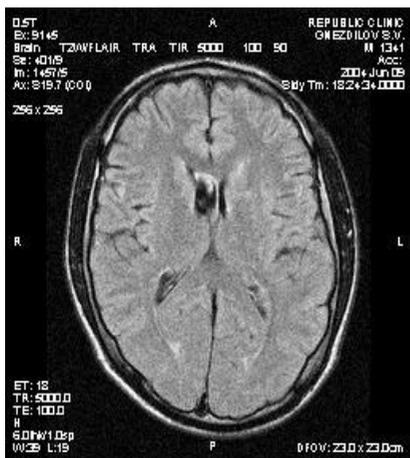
МРТ картина пациент Г. (исследование до ТФН)
